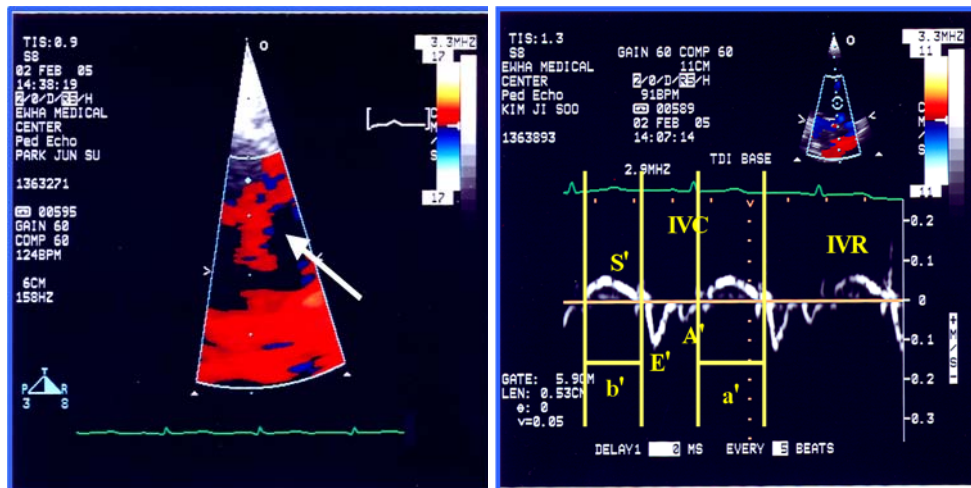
Tissue Doppler imaging in Kawasaki disease patient. Figure on the left shows a tissue Doppler imaging of the myocardium: the sample volume (arrow) is positioned at the basal level of the interventricular septum. Figure on the right demonstrates by three peaks: systolic(S'), early-diastolic(E'), late-diastolic(A'). Abbreviation: ICT, isovolumetric contraction time; IRT, isovolumetric relaxation time; a': the time interval from the end to the onset of mitral inflow, b': the duration of LV velocity profile
